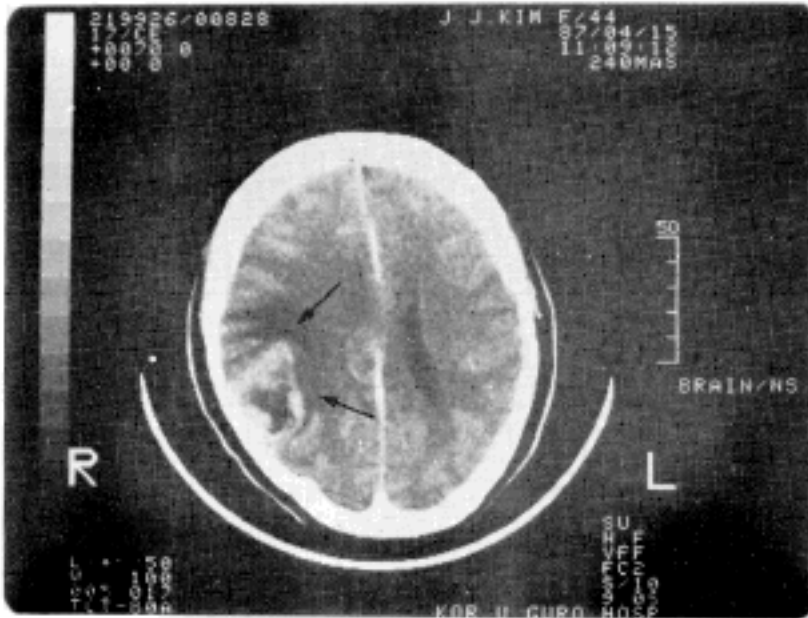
CT scan of the case 1 shows enhanced hypodense mass shadow at the right parietal lobe of the brain.
